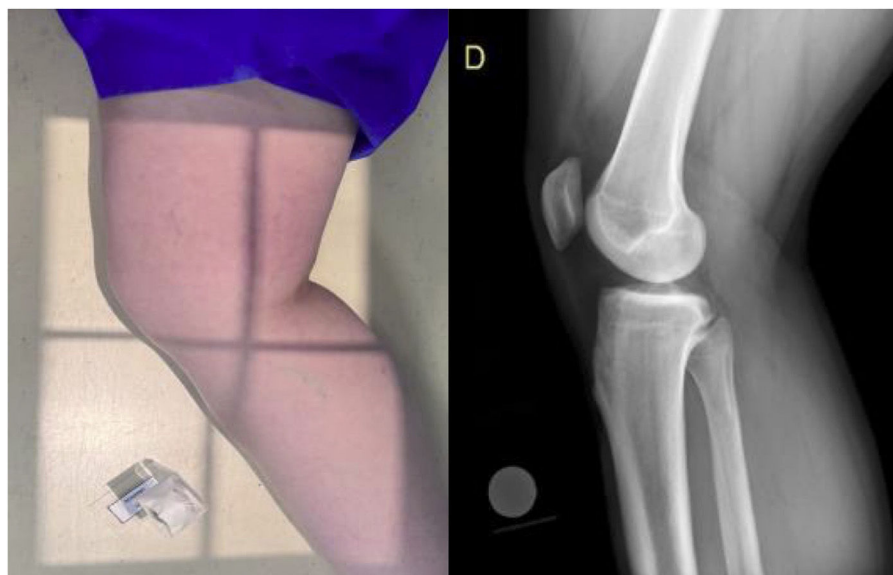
Posición del paciente y radiografía lateral según el protocolo institucional para la toma de las imágenes evaluadas.
